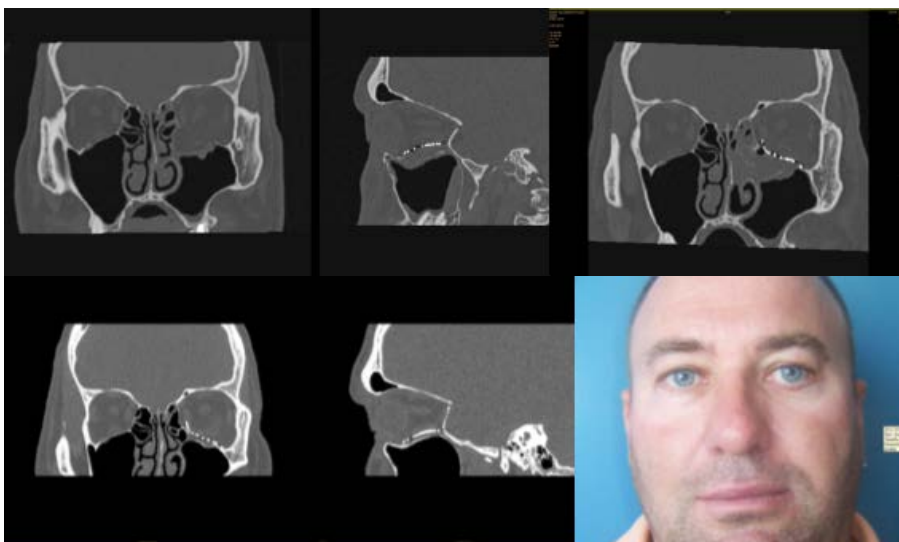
Paciente con traumatismo de suelo y arbotante inferomedial. . Colocación de malla de titanio para suelo orbitario con abordaje transconjuntival retroseptal y cantotomía externa. Resultado en el CT
